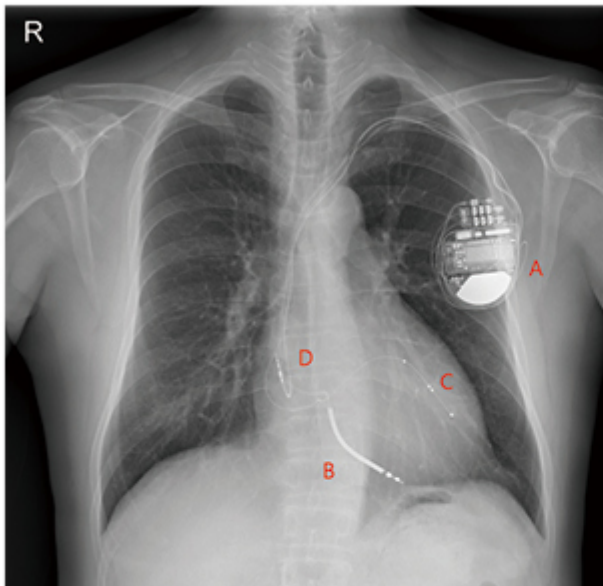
CRT 삽입 환자의 흉부 X선 사진
